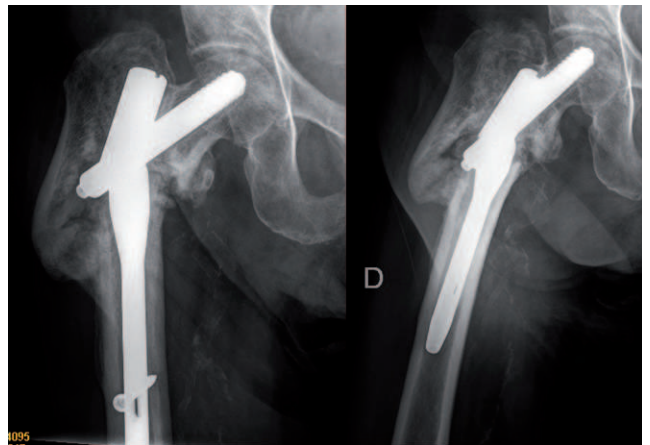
En la radiografía simple observamos una pseudoartrosis y rotura de material de osteosíntesis del clavo IMHS a la altura del orificio del tornillo cefálico.
